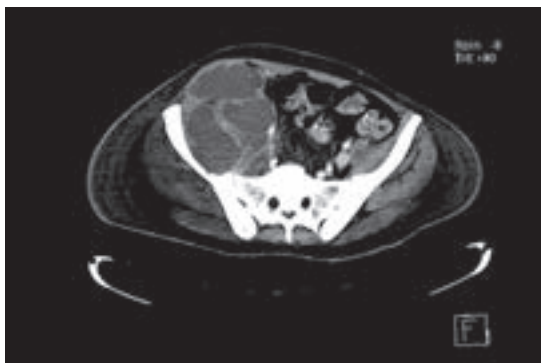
Tomografía computada. Abscesos en el psoas, el iliaco y el obturador.
